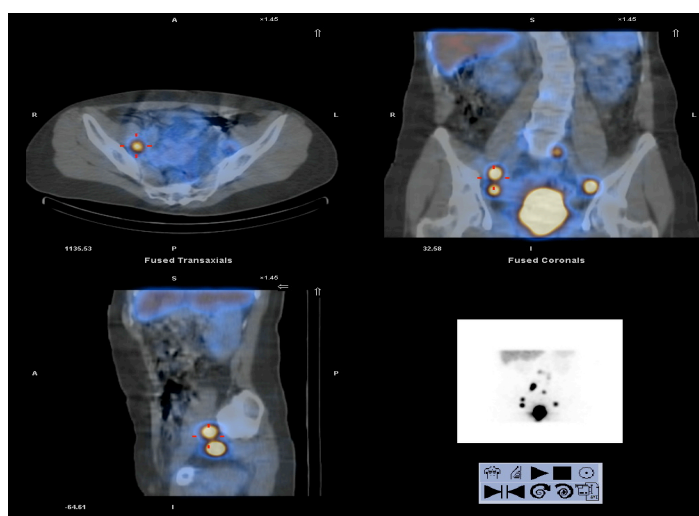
Imágenes de SPECT-TC preoperatorio.
